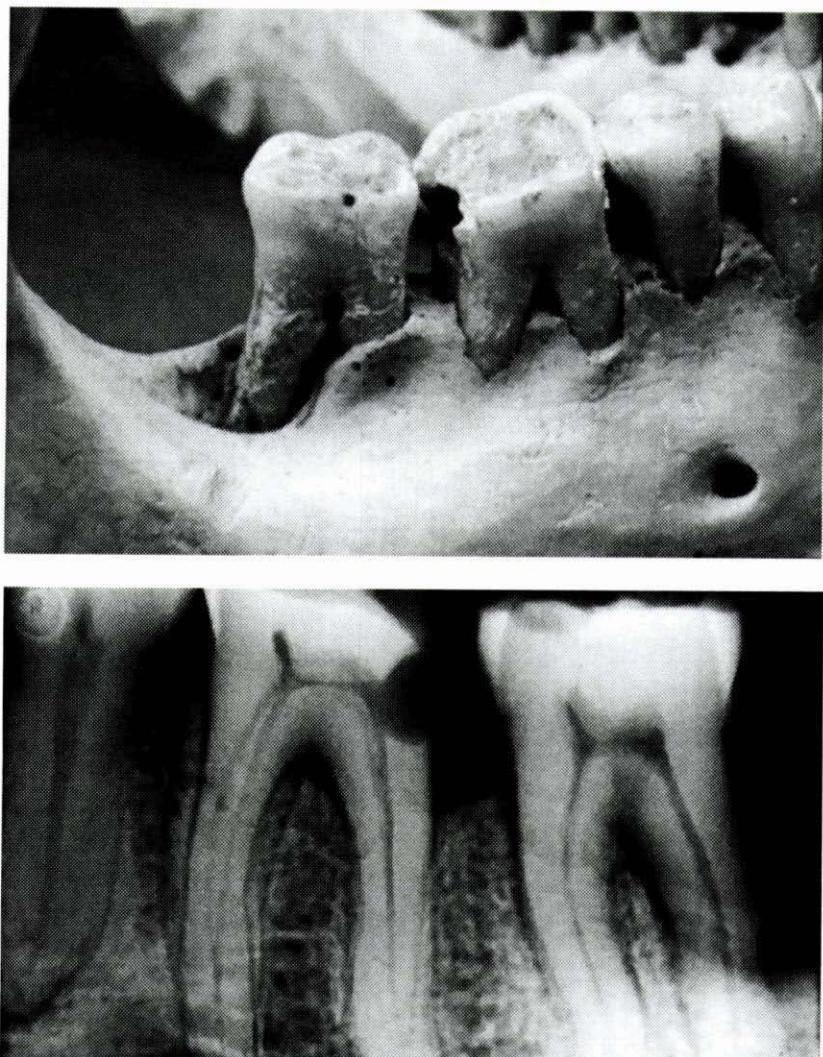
a) Caries en la cara distal del 46 y patología periodontal avanzada en la raíz distal del 47. b) Radiografía periapical de la patología descrita.
